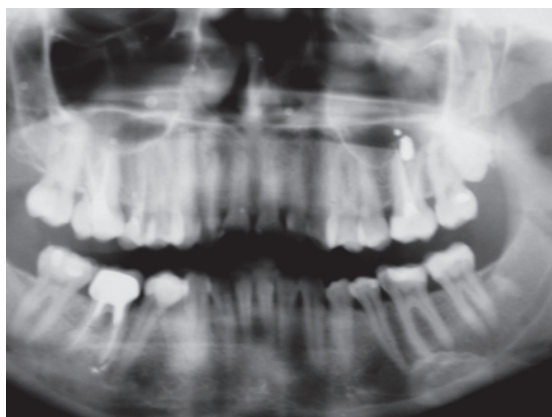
Панорамная рентгенограмма пациентки Е. Инородное тело (пломбировочный материал) в левой гайморовой пазухе
